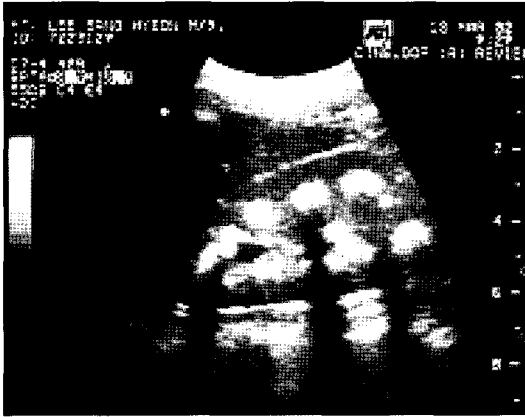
Abdominal Ultrasound scan demonstrating well defined calcification in the medullary portion of right kidney.
